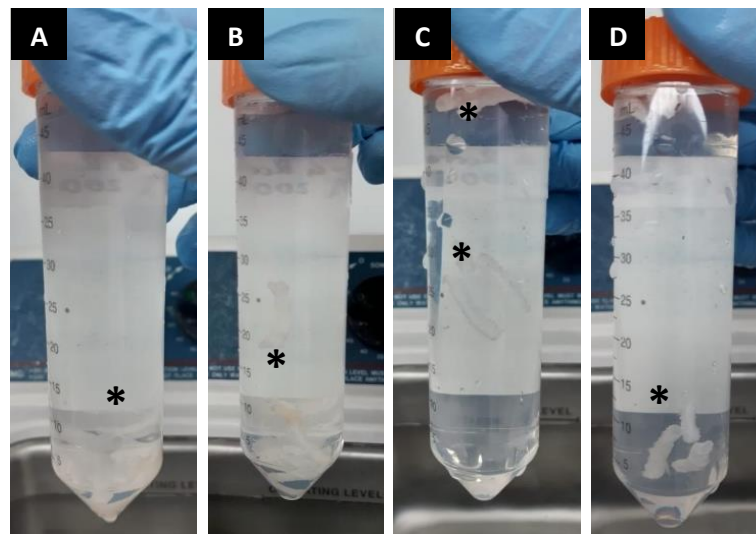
Resultados de la serie de lavados en DOCNa en baño de ultrasonido, los asteriscos indican el lugar en donde se encuentran las tráqueas.
